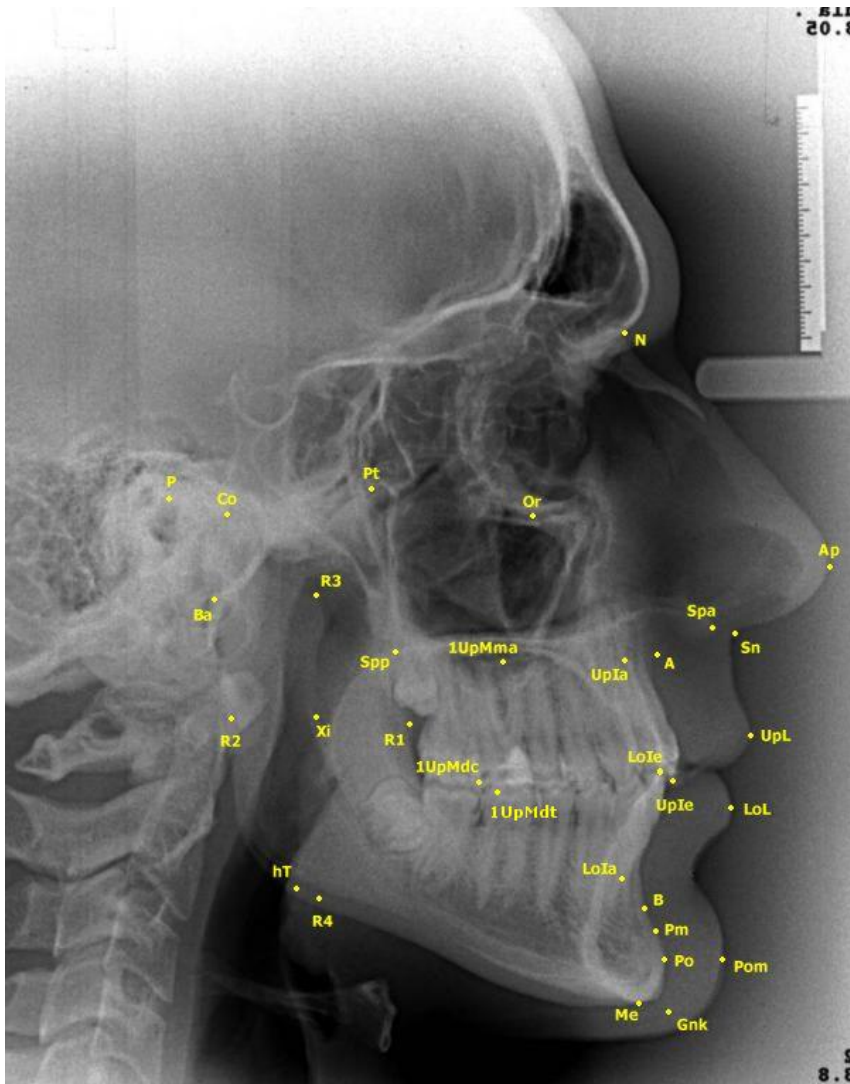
Röntgenologische Punkte
